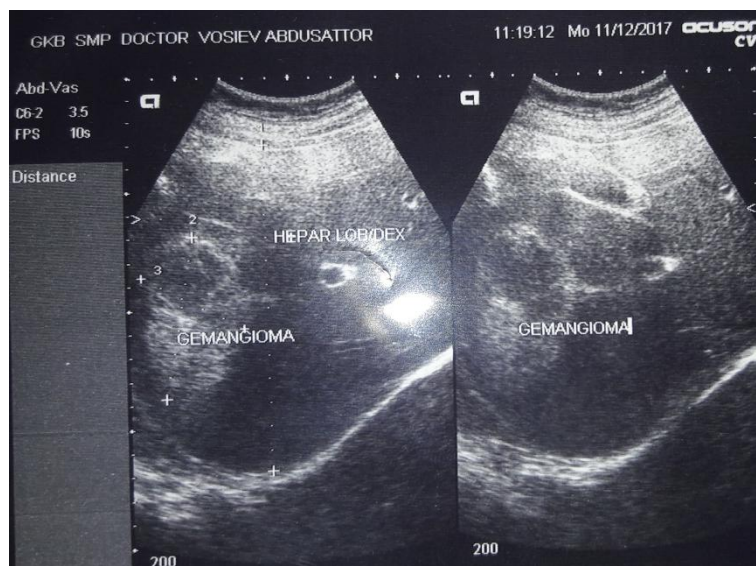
УЗИ картина гемангиомы VI-VII сегментов печени у больного А.
